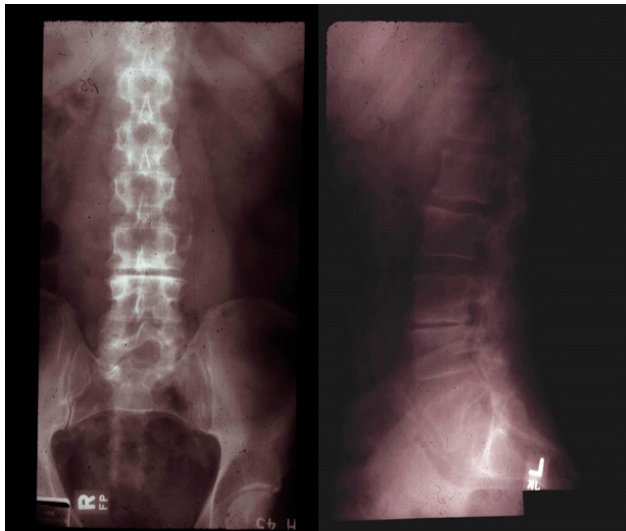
exemple de vue A-P (frontale) et latérale (vue de côté) du rachis lombo-sacré sur des radiographies standard d'un patient. L'os est bien visible comme le rétrécissement discal intervertébral dégénératif au niveau L3-L4. Les éléments nerveux ne sont pas visibles.
